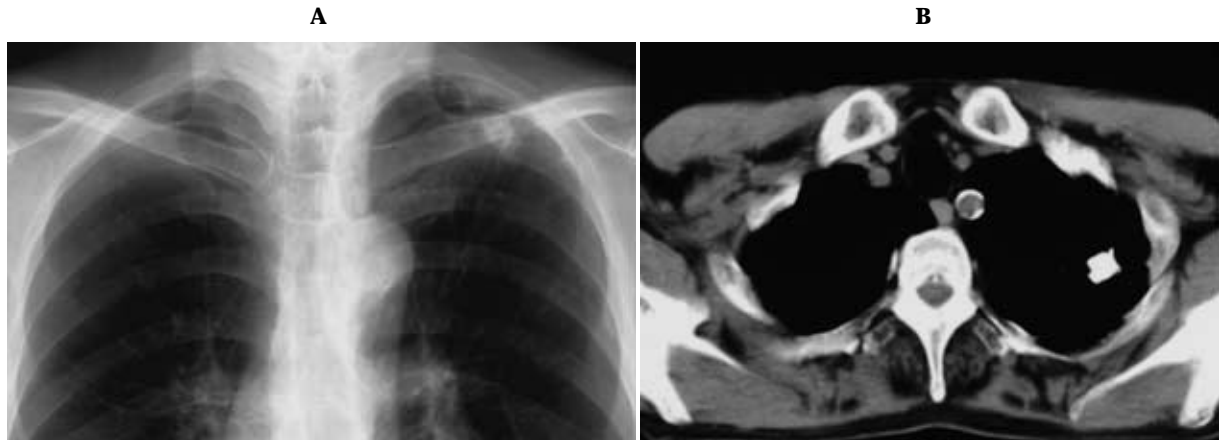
Granuloma. CR (A) shows a 1.5 cm high-density nodule overlying the left clavicle. On CT (B), the nodule is calcified.
